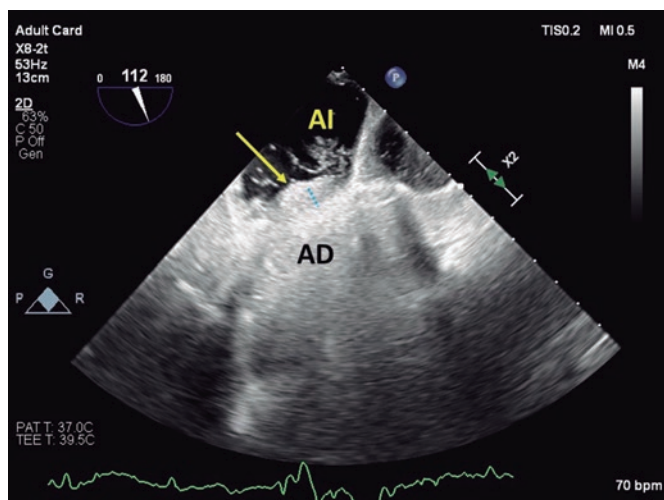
Ecocardiograma transesofágico en plano bicava modificado para visualizar el paso de burbujas a través del túnel que forma el foramen (línea de puntos azul) desde la aurícula derecha (AD) hacia la aurícula izquierda (AI). La flecha amarilla señala el ostium primum.
